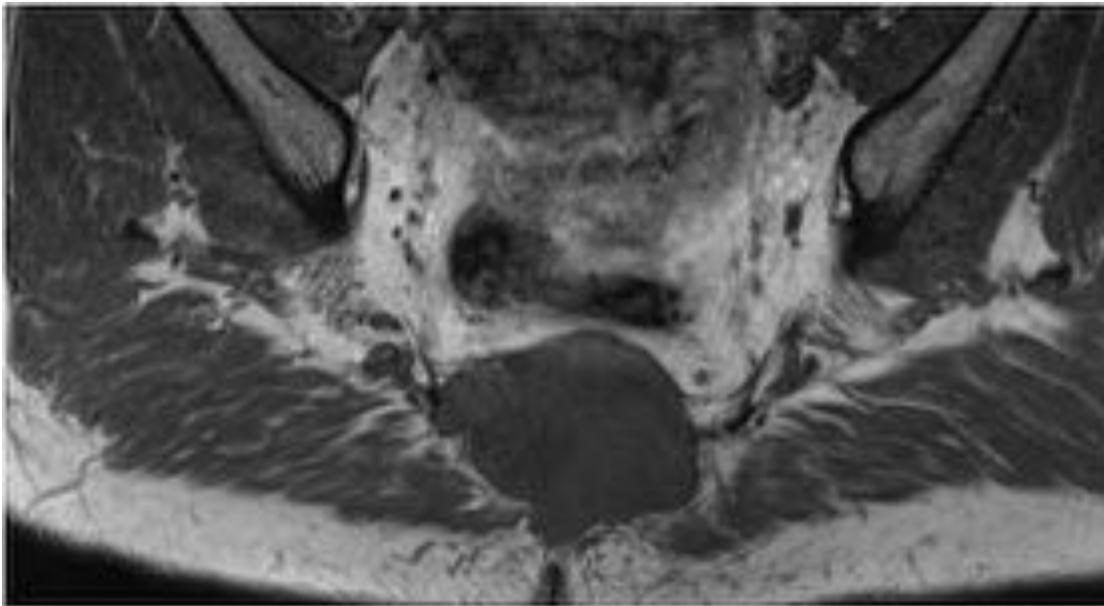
RM. Corte axial en secuencia potenciada en T1. Se observa una masa hipointensa localizada en la región presacra.
